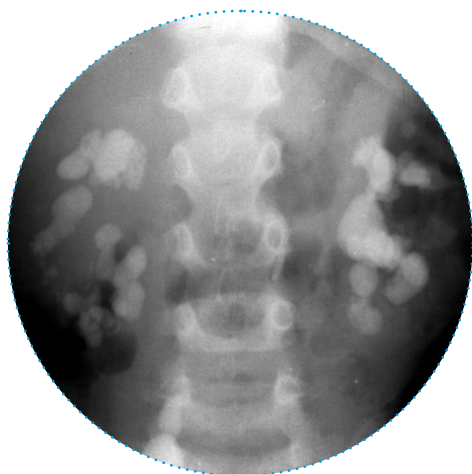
Calcoli renali multipli in una radiografia addominale
